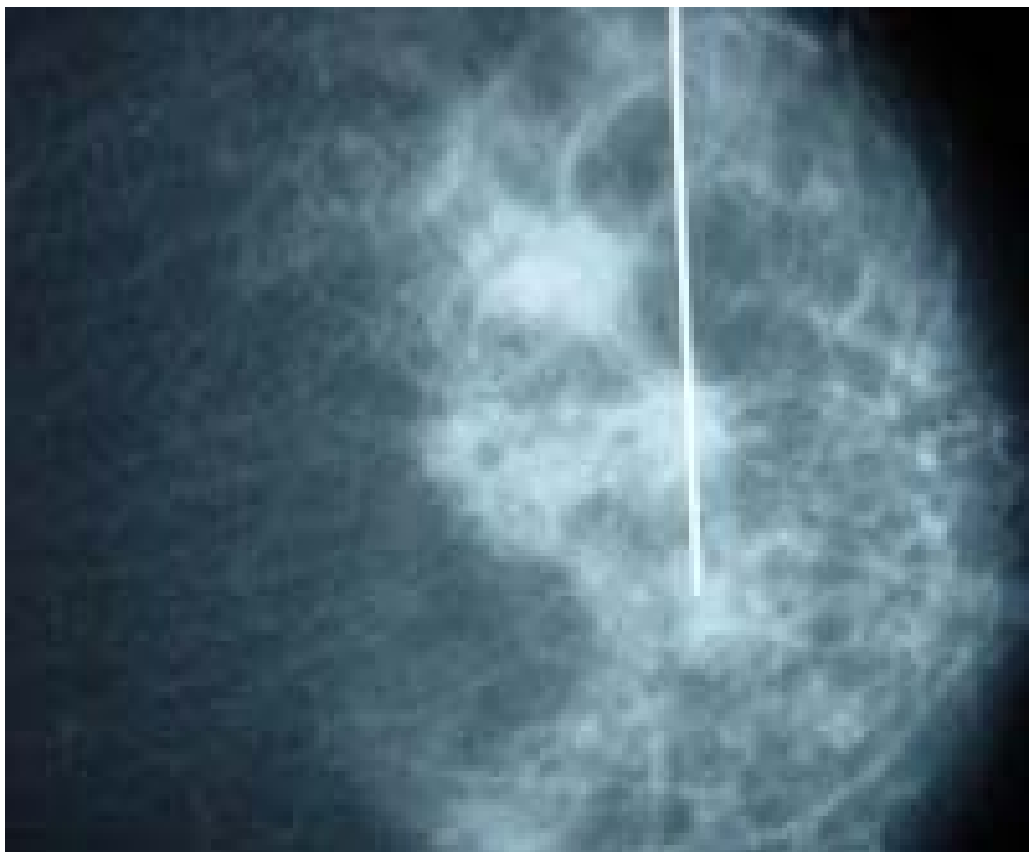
Image radiographique de contrôle de pose d'un « harpon » sur un sein en vue d'une biopsie
